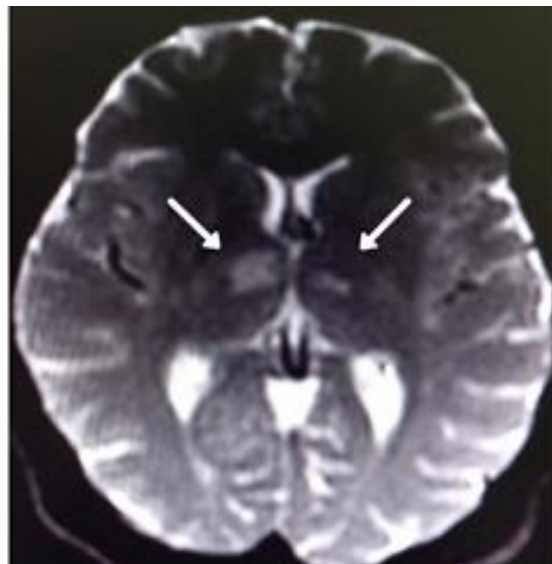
Imagens de RM de crânio em sequências T2/FLAIR, corte axial, as setas apontam para alteração da intensidade de sinal (hipersinal) na região paramediana de ambos os tálamos.
